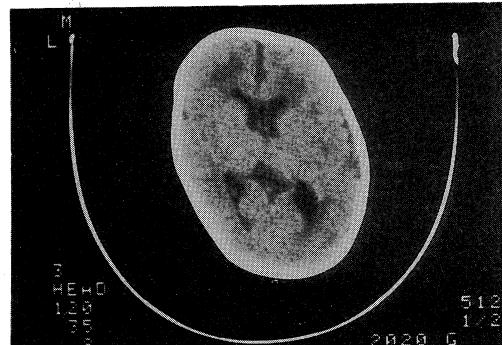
Cranial CT scan after serial lumbar puncture of case 3
